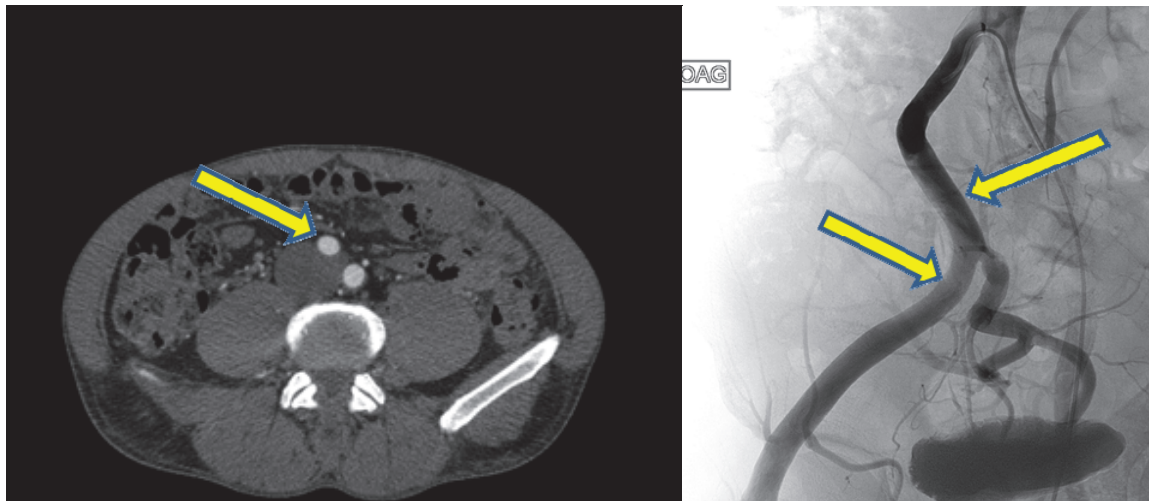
Patient de 35 ans présentant une claudication intermittente d'effort maximal du membre inférieur droit. Sténose iliaque commune et externe droite classée C1E1 en artériographie, également visible en coupe axiale TDM sous forme d'une asymétrie de taille des artères iliaques commune (image de gauche)
